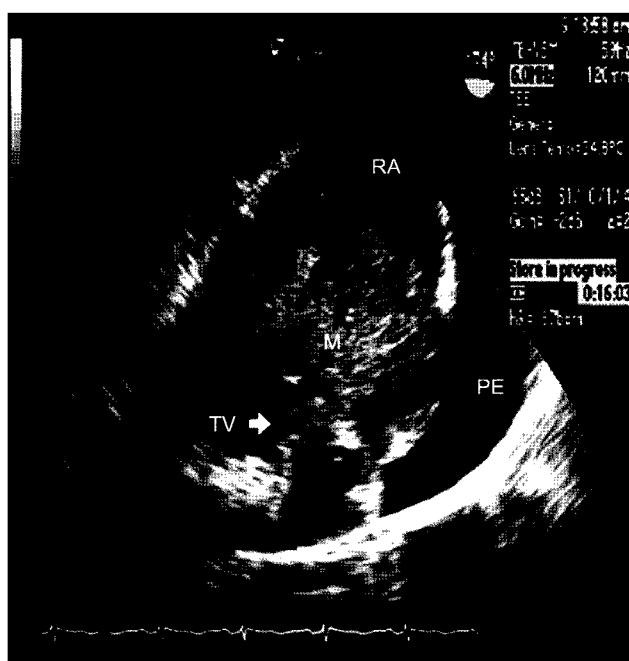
Transesophageal echocardiogram shows inhomogenous large lobulated mass almost obliterating RV invading TV apparatus and extending RA. RV=Right ventricle; TV=Tricuspid valve; RA=Right atrium; PE=pericardial effusion; M=Mass.
